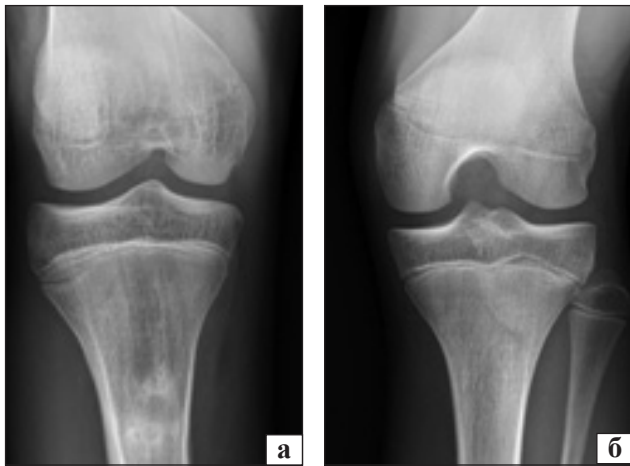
Фотовідбитки рентгенограм КС пацієнта Н., 15 років: а) стабільний кульшовий суглоб; б) нестабільний КС за ВВРНК
